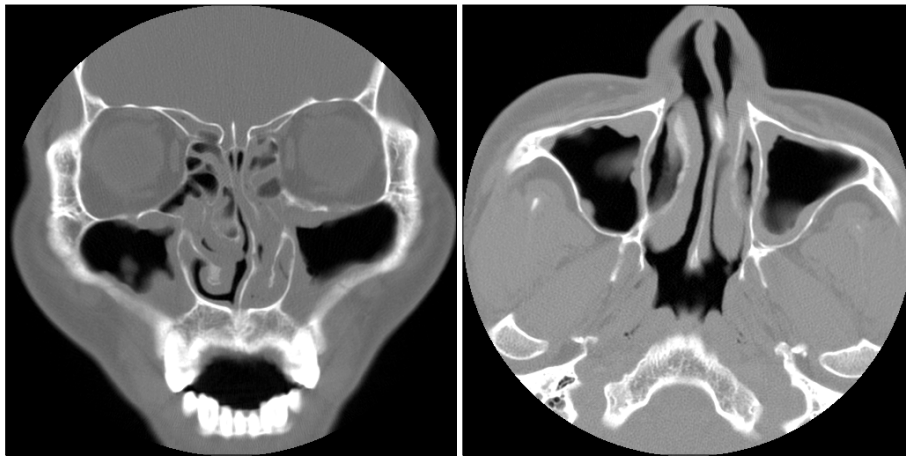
Nasal septal deformities. Paranasal sinus CT shows bilateral sinusitis with septal deviation.
